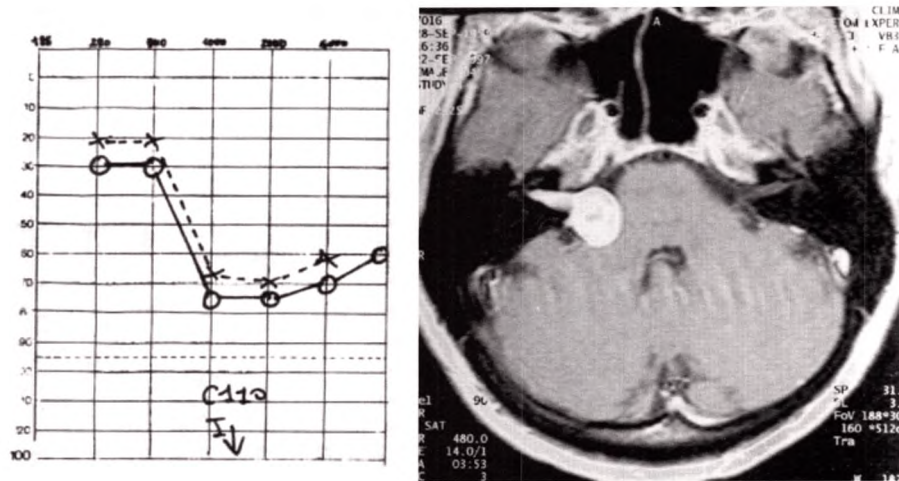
C À gauche, audiogramme montrant une hypoacousie de perception droite. À droite, IRM en séquence T1 après injection de produit de contraste, montrant une tumeur extraparenchymateuse, bien délimitée, au niveau de l'angle pontocérébelleux droit, centrée sur le conduit auditif interne. Neurinome du VIII.
